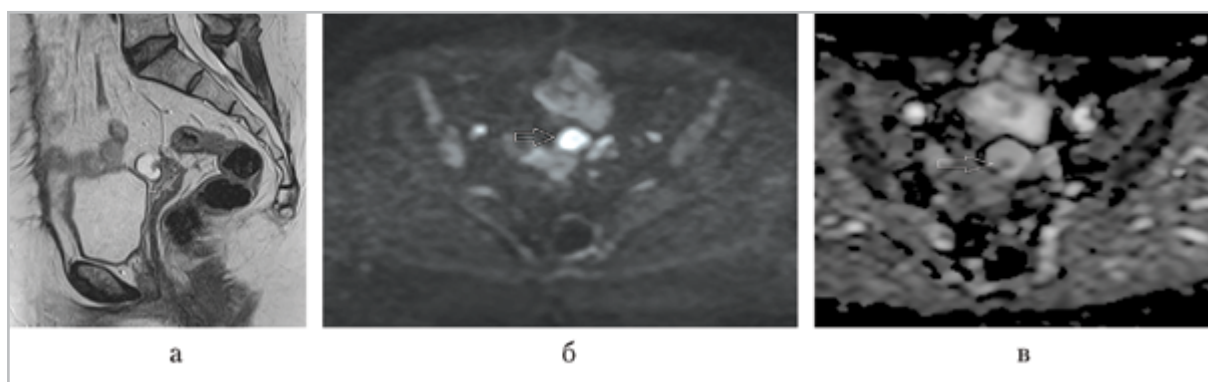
МР-томограммы малого таза. На T2-ВИ в куполе культы влагалища определяется образование кистозной структуры с наличием солидного компонента (а); на ДВИ образование имеет сигнал высокой интенсивности (б); на картах ИКД образование имеет изоинтенсивный сигнал с наличием участка сниженного МР-сигнала, соответствующего солидному компоненту (в)
